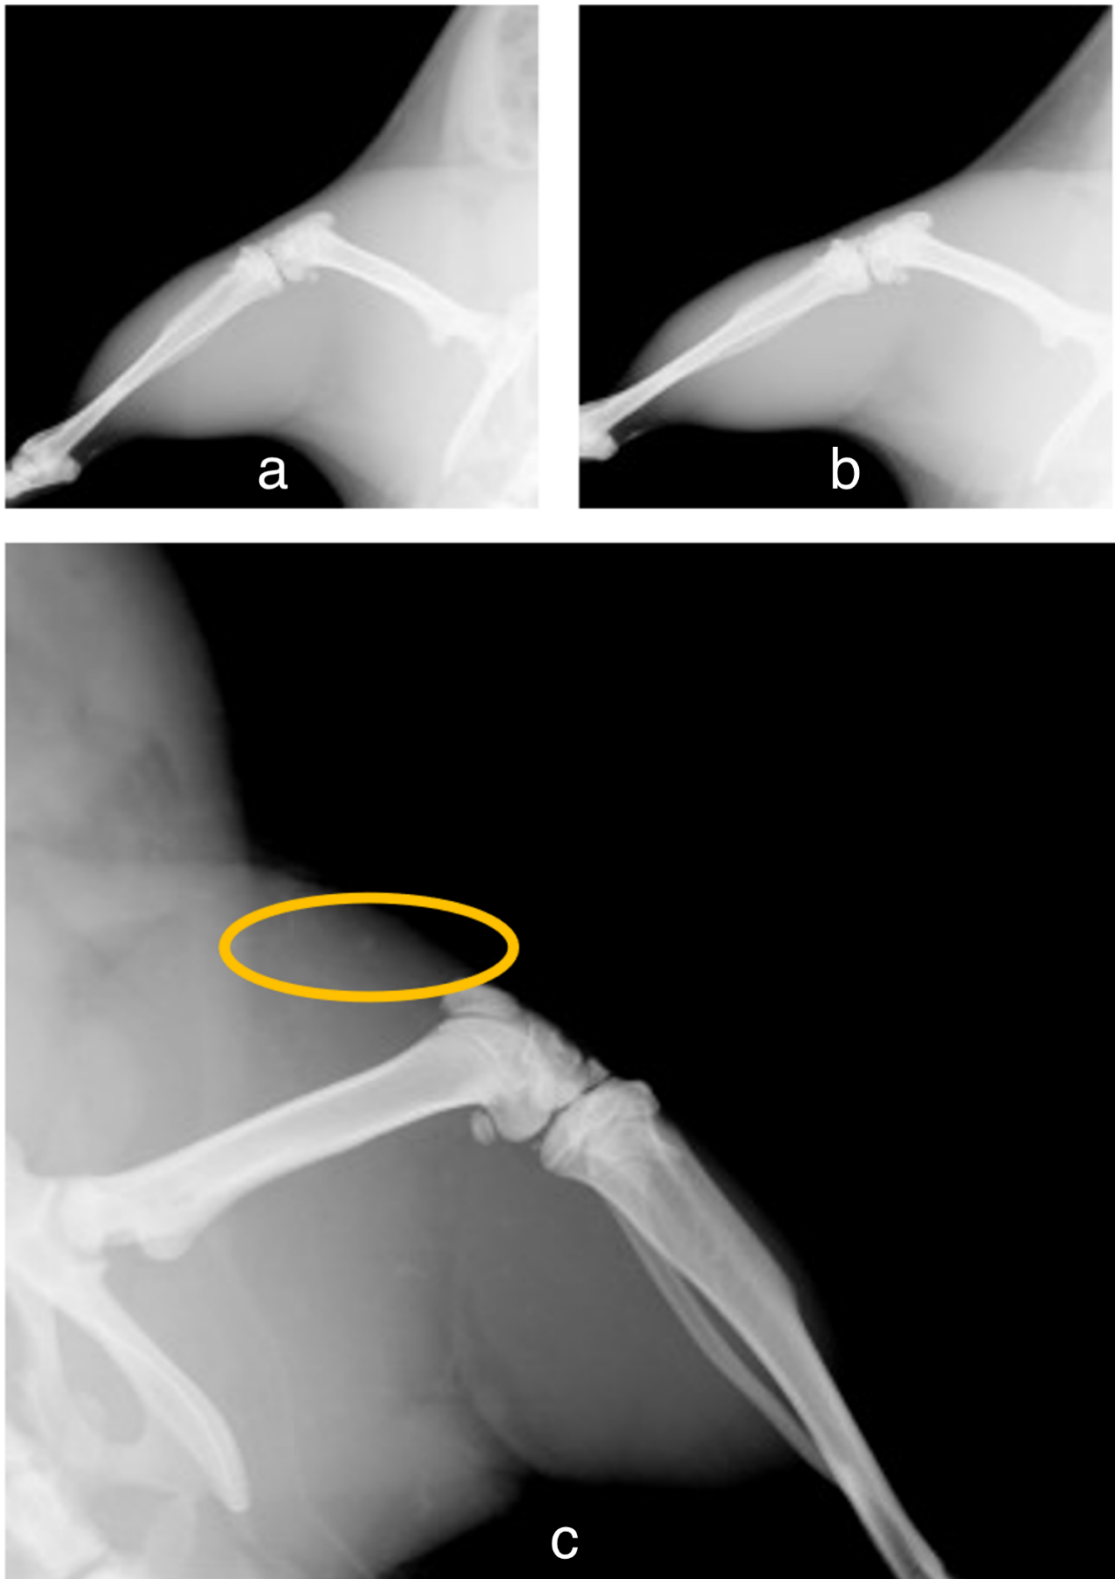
Röntgenaufnahmen der Negativkontrolle der ersten Versuchsreihe (16a-b: li. Bein (a) und re. Bein (b) an D6 ohne HO; 16c: re. Bein D34 mit HO-Nachweis)
